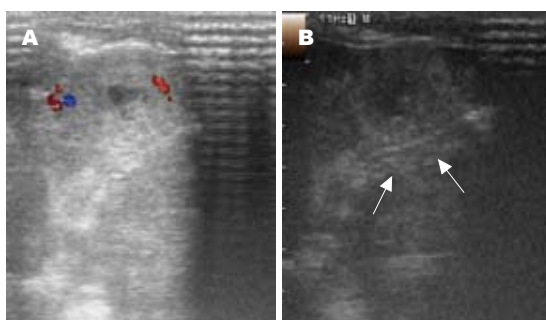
超声影像特点. A: CDFI上, 肿瘤周边可见点、条状血流信号; B: 二维超声上, 肿瘤表现为等回声, 周边见声晕, 中心可见低回声坏死区.
